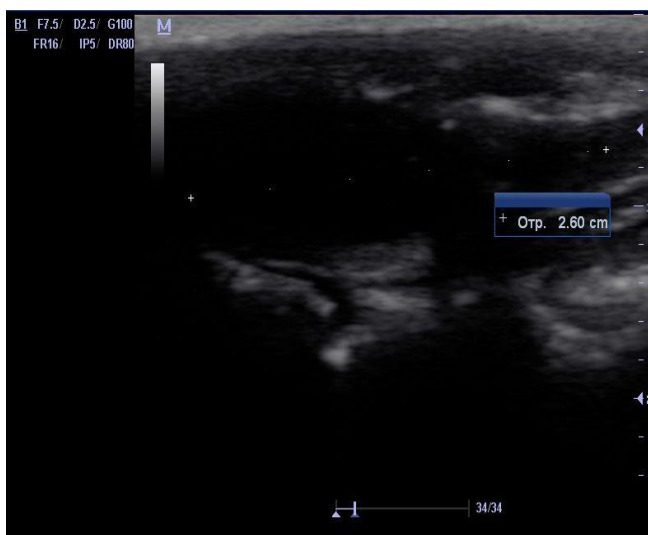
Третья серия, опыт №2. УЗИ модели «остаточной» полости на 5 сутки после операции.
